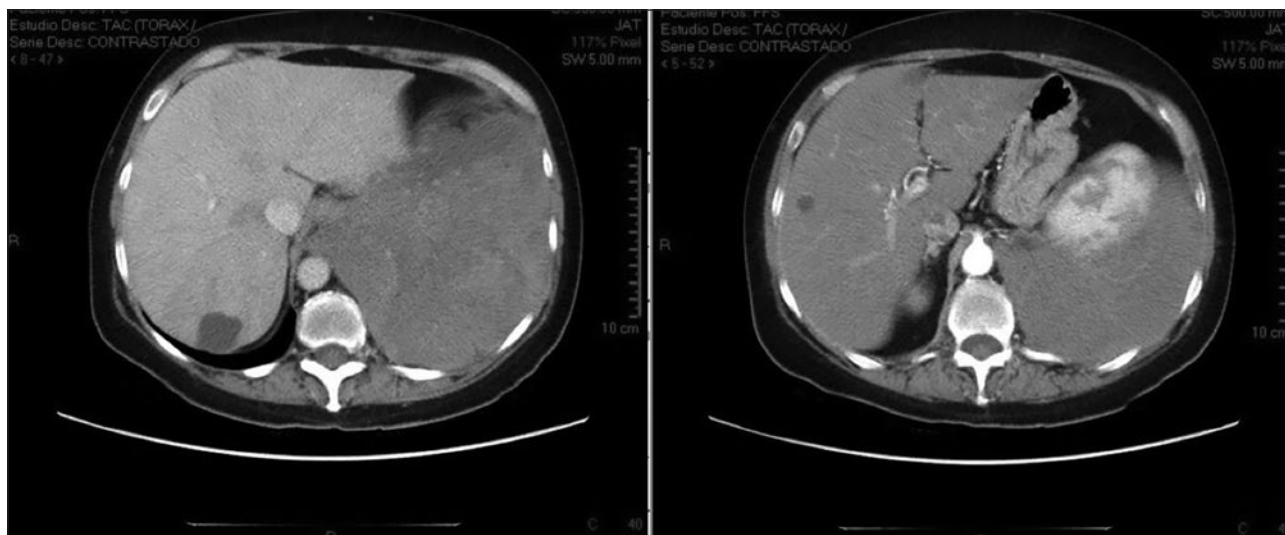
Tomografía simple y contrastada que evidencian la presencia de dos metástasis hepáticas.
